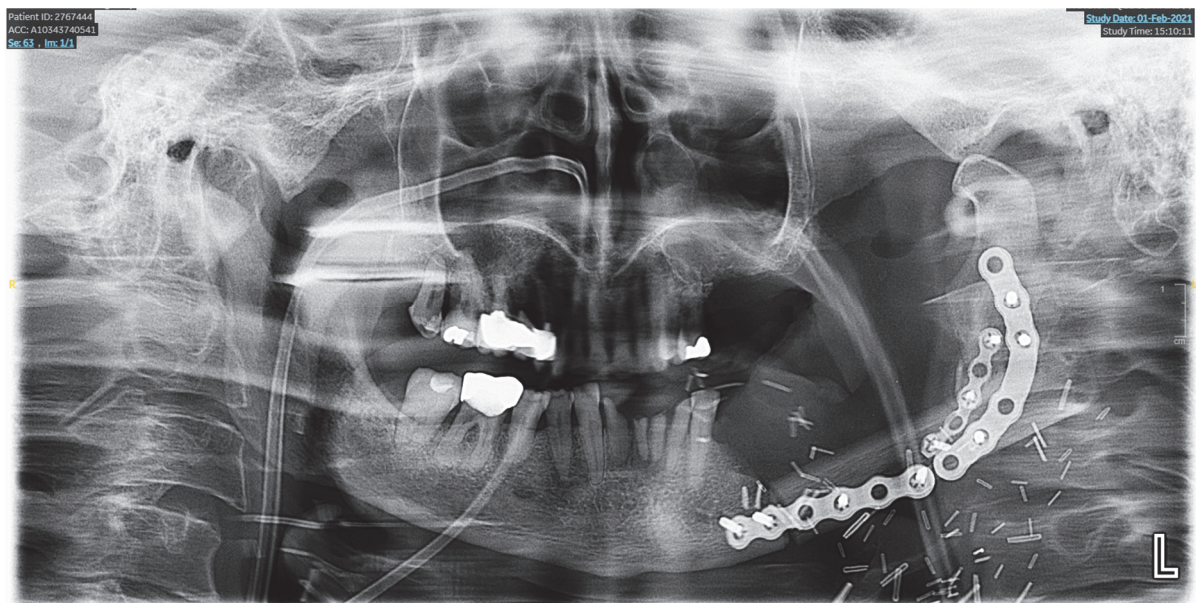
Radiographies panoramiques représentant des greffes de lambeaux libre de fibula reconstruisant des héli-mandibules avec ostéotomies et fixées par différentes plaques d'ostéosynthèse en titane (Pr Fakhry – Dr Graillon – Dr Lan)
